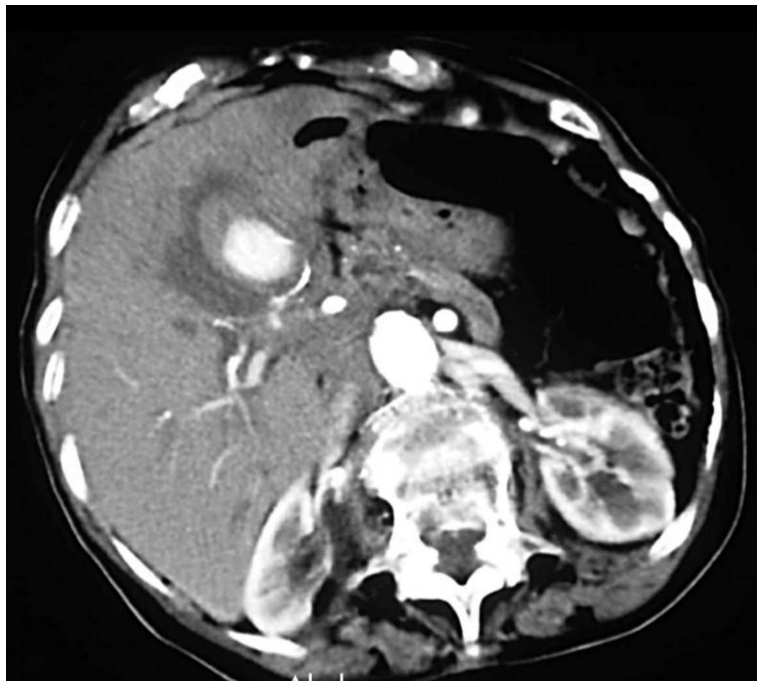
CT scan of PHA aneurysm
